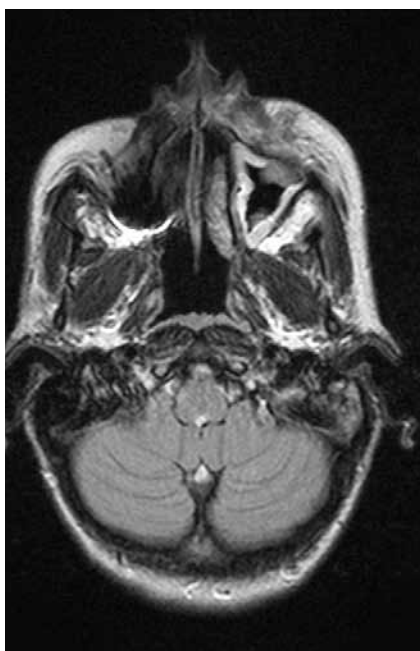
МРТ мягких тканей лица после КИП щек. Визуализировалась гипозоногенная неоднородная зона с аноэхогенными множественными каплевидными включениями в проекции выхода *a., v. infraorbitalis*
